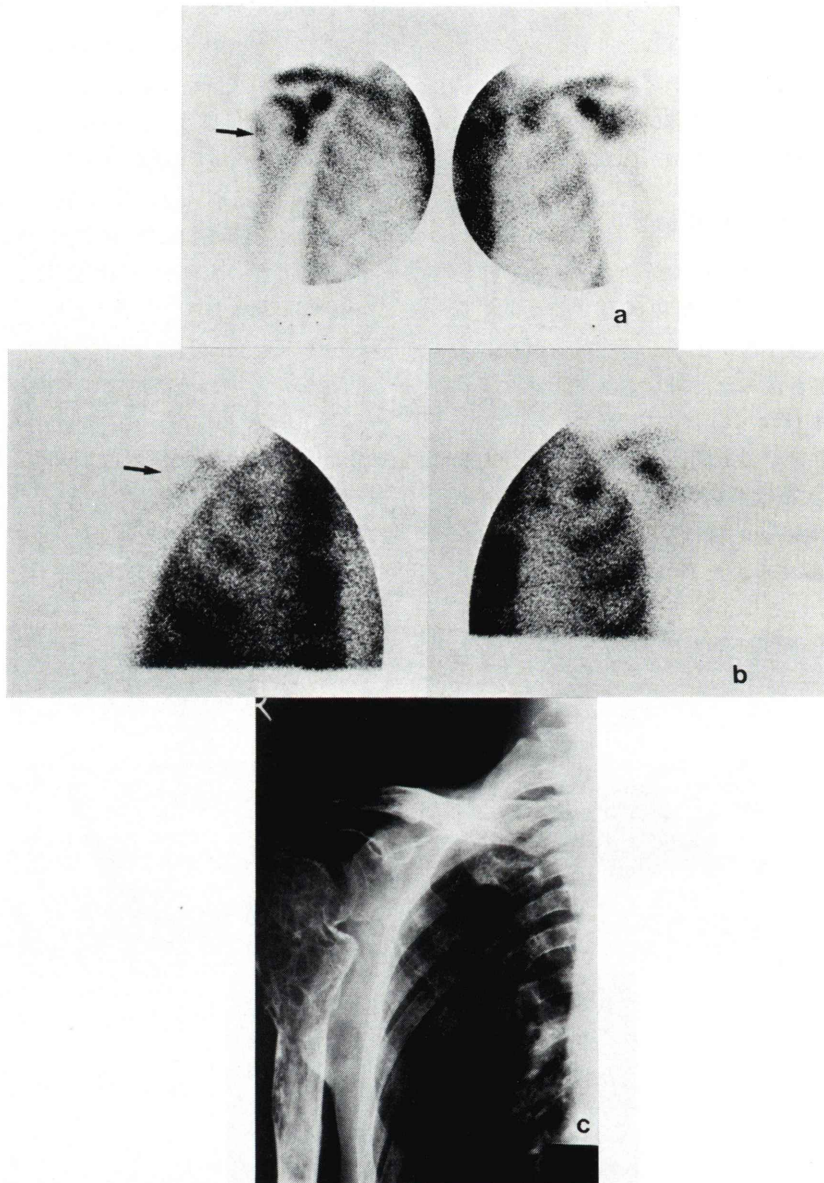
a. Bone scintigraphy: A photon deficient area is noted in the right humerus.
